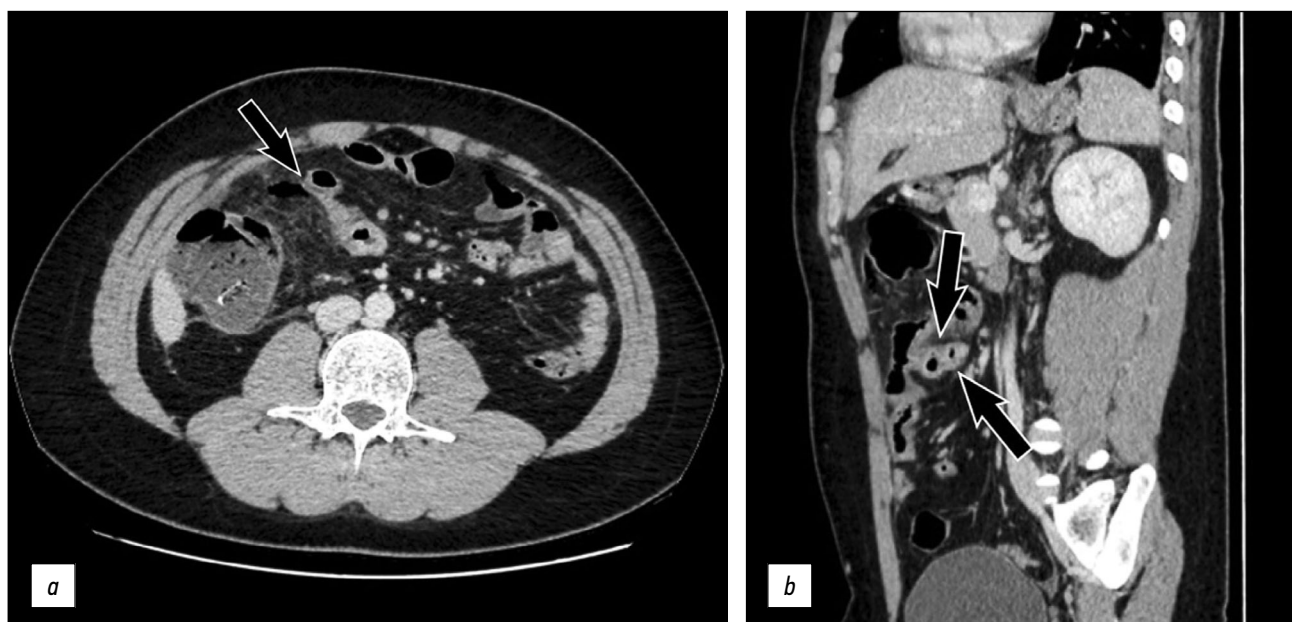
Компьютерная томография брюшной полости после введения контрастного вещества: интенсивное контрастное усиление кишечной стенки на аксиальном (а) и сагиттальном (b) срезах на уровне той же слепо заканчивающейся петли (стрелки), свободный газ, расположенный в передних отделах брюшной полости.
